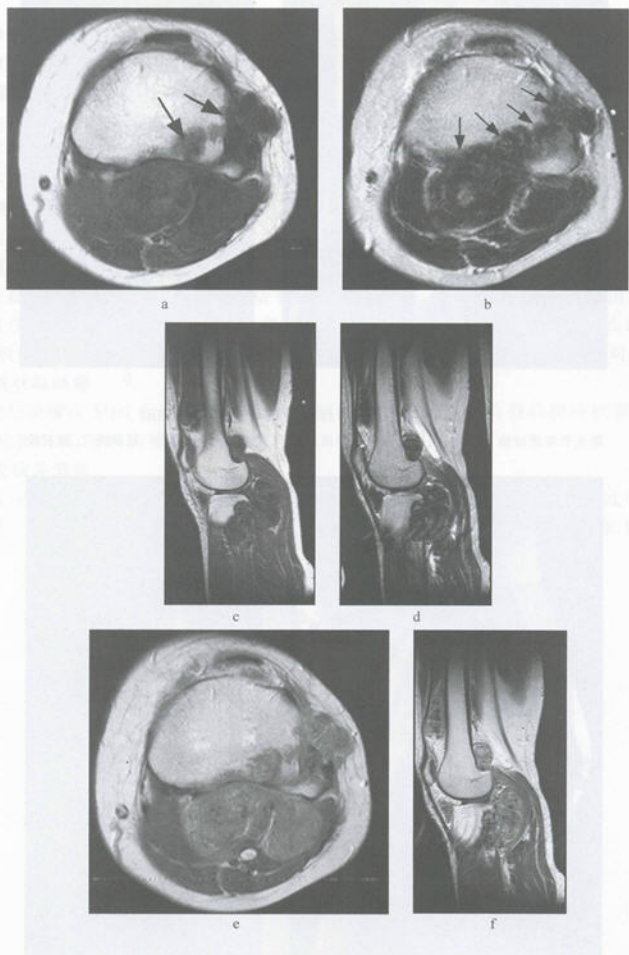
色素沉着性绒毛结节性滑膜炎 MRI
